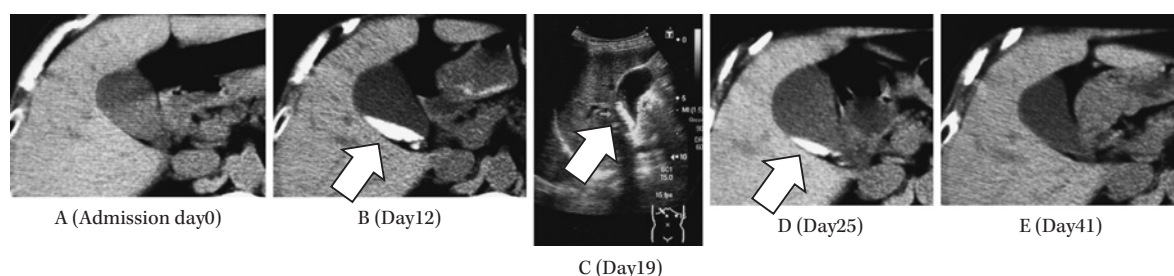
(Case1): Abdominal CT revealed no evidence of gallbladder sludge or any stones on admission (A); on day 12 after administration of CTRX, a high-density lesion (↑) appeared in the gallbladder (B); on day 19 after administration of CTRX, abdominal ultrasonography revealed strong echoes in an acoustic shadow (↑) (C); on day 25 after administration of CTRX, the high-density lesion on CT had become smaller (D); on day 41 after administration of CTRX, the high-density lesion in the gallbladder had completely disappeared (E).
